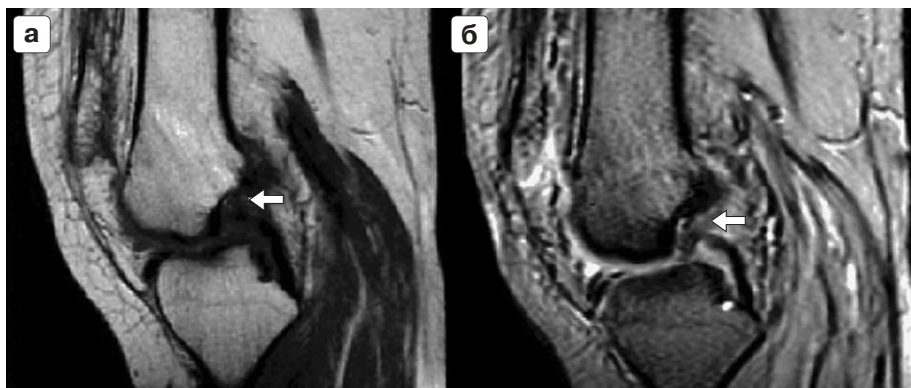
МРТ коленного сустава. Отрыв передней крестообразной связки (стрелка). Косо-сагиттальные проекции. T1 ВИ в ИП SE (а) и T2* ВИ в ИП GRE (б).
